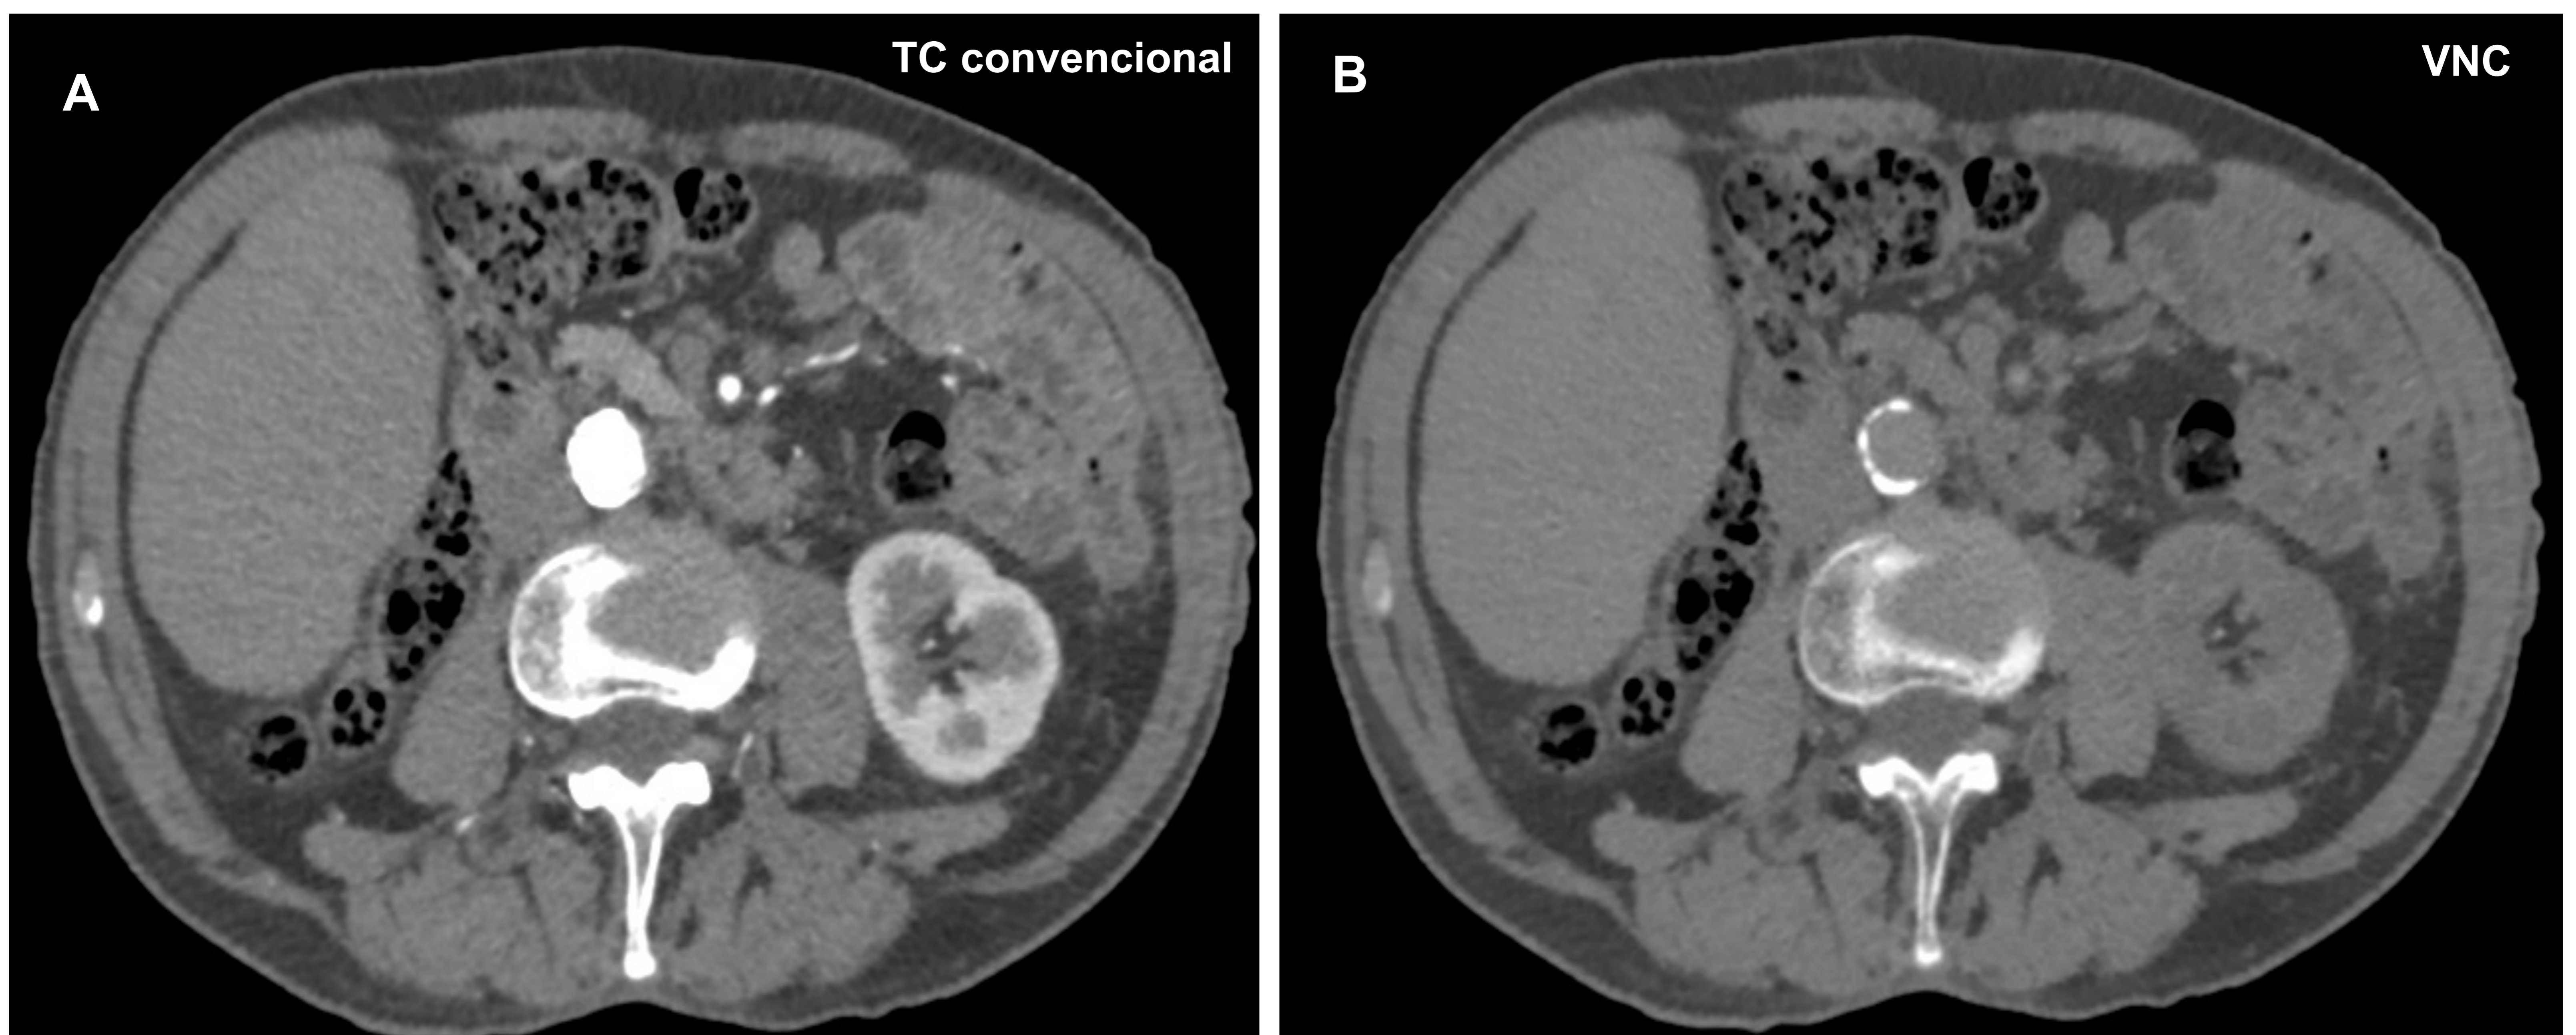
A. Corte axial de TC convencional con adquisición en fase arterial. B. VNC de la imagen A donde se aprecia la ausencia de contraste en la aorta haciendo evidente la ateromatosis calcificada en su pared, difícilmente visualizada en la imagen A.
